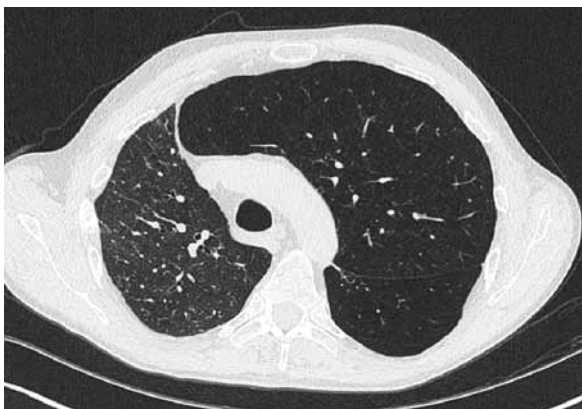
b. Datortomografi av bröstorg.
